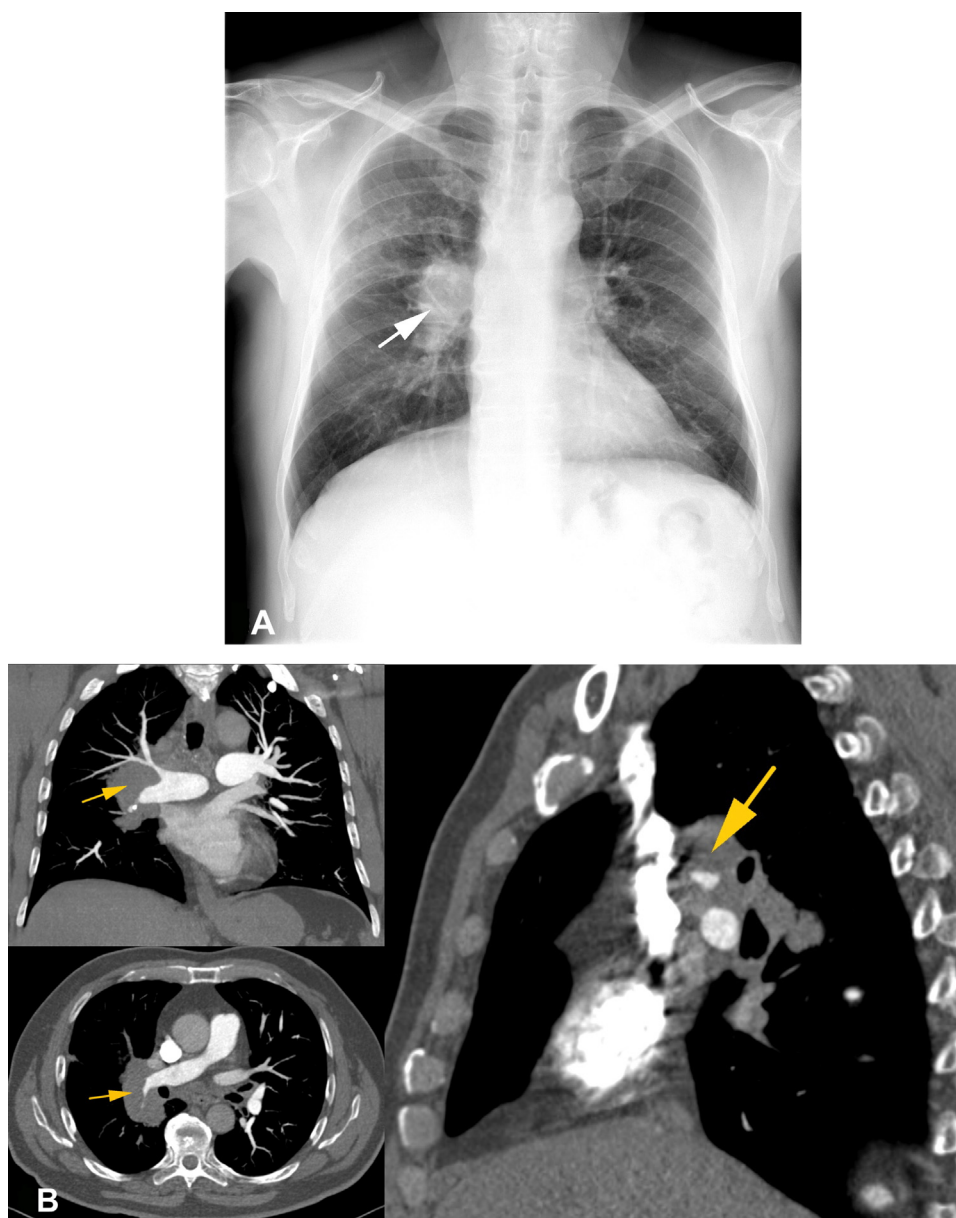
Masa mediastínica posterior en mujer de 78 años. 6 A) Radiografía posteroanterior de tórax que permite observar los vasos hiliares a través de la lesión sin borrar sus contornos. Se infiere que la masa no se localiza en el hilio (flecha amarilla). 6 B) Tomografía computarizada contrastada de tórax en planos axial, coronal y sagital, que evidencia una masa sólida, redondeada, con atenuación de partes blandas que contacta la columna vertebral; se encuentra localizada en el mediastino posterior (flechas amarillas). El resultado del estudio histopatológico demostró un tumor de vaina nerviosa.
